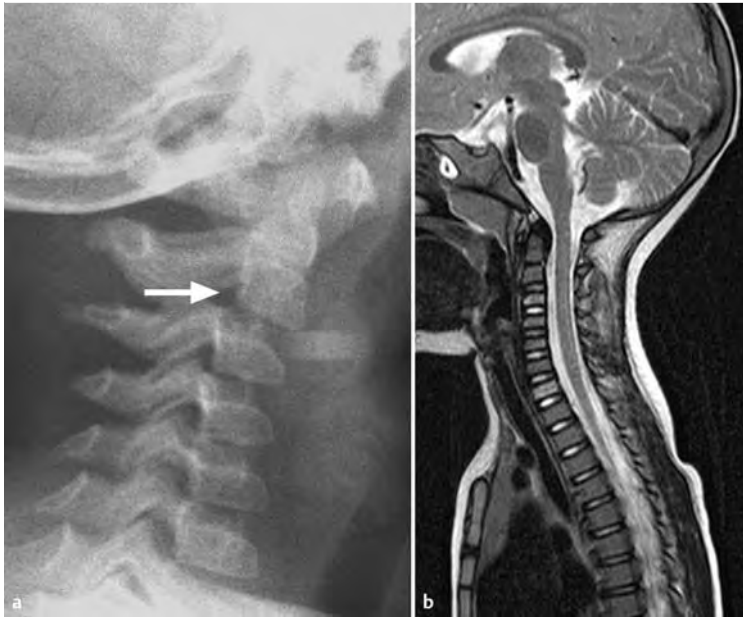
Pseudoluxation. a Seitliches HWS-Röntgenbild beim Kind mit typischem Bild einer Pseudoluxation HWK 2/3 (Pfeil). Die spinolamelläre Linie ist jedoch regelrecht. b Dementsprechend unauffällige Darstellung in der MRT.
